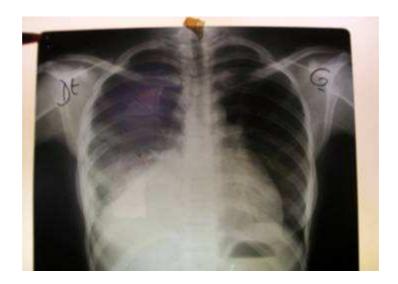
Radiographie du thorax de contrôle montrant une aggravation et extension de l'opacité de la base droite après 15 jours
